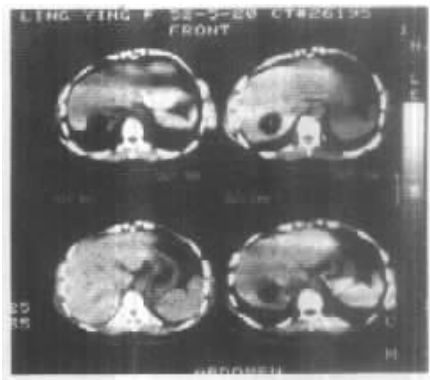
CT 见右肝内两个边界清楚的低密度肿块,为分叶和圆形,CT 值多为 -84Hu
